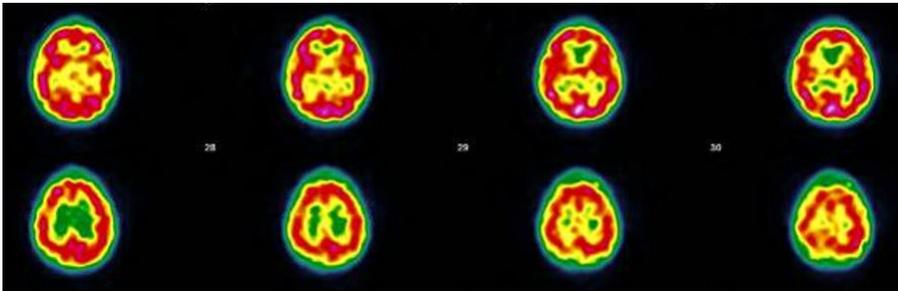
Cas n°6 ; Mr Jardnier. Scintigraphie ((ECD Tc-99m) du 07/09/2021 ; fixation hétérogène du traceur avec hypofixation plus nette fronto-pariétale droite, pariéto-occipitale droite, pariéto-occipitale gauche. Pas de préservation des cortex sensori moteurs. La fixation en regard des noyaux gris et du cervelet est correcte. Hypocaptation péri-ventriculaire modérée. Conclusion : Examen scintigraphique compatible avec une pathologie cérébrale de type vasculaire avec hypofixations plus nettes fronto-pariétale droite, pariéto-occipitale droite, pariéto-occipitale gauche. (Images et protocole : Drs Bouazza & Mahy, Hôpital Vésale, ISPPC, Belgium)
